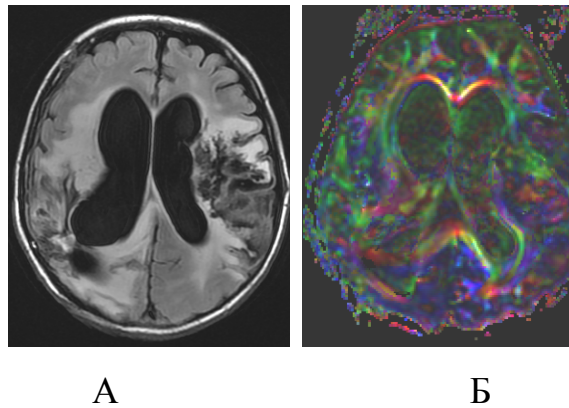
МРТ головного мозга пациентки К. в аксиальной плоскости (2010 г.), 3 месяца в ВС. На МРТ (FLAIR-ИП) – постишемические и постгеморрагические изменения в обоих больших полушариях, заместительная внутренняя гидроцефалия (А), на цветовой карте тензоров диффузии (Б) только в колене мозолистого тела сохранились фронтально расположенные аксоны
